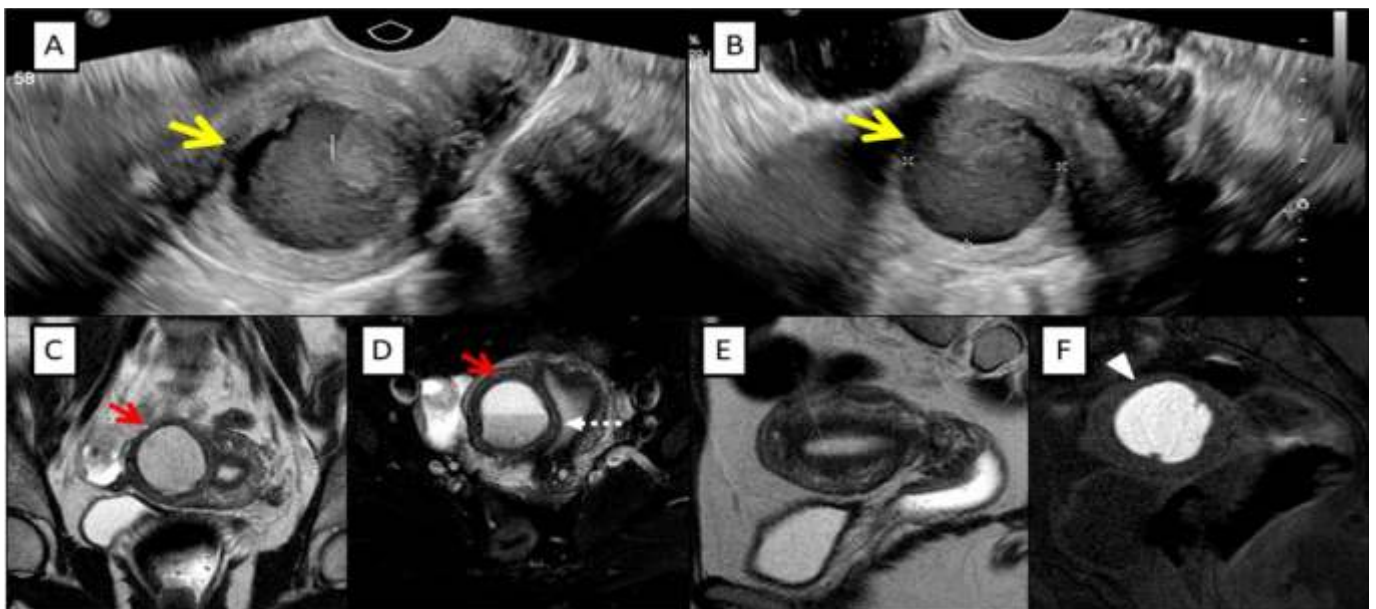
Ecografía ginecológica transvaginal y resonancia magnética de pelvis.
